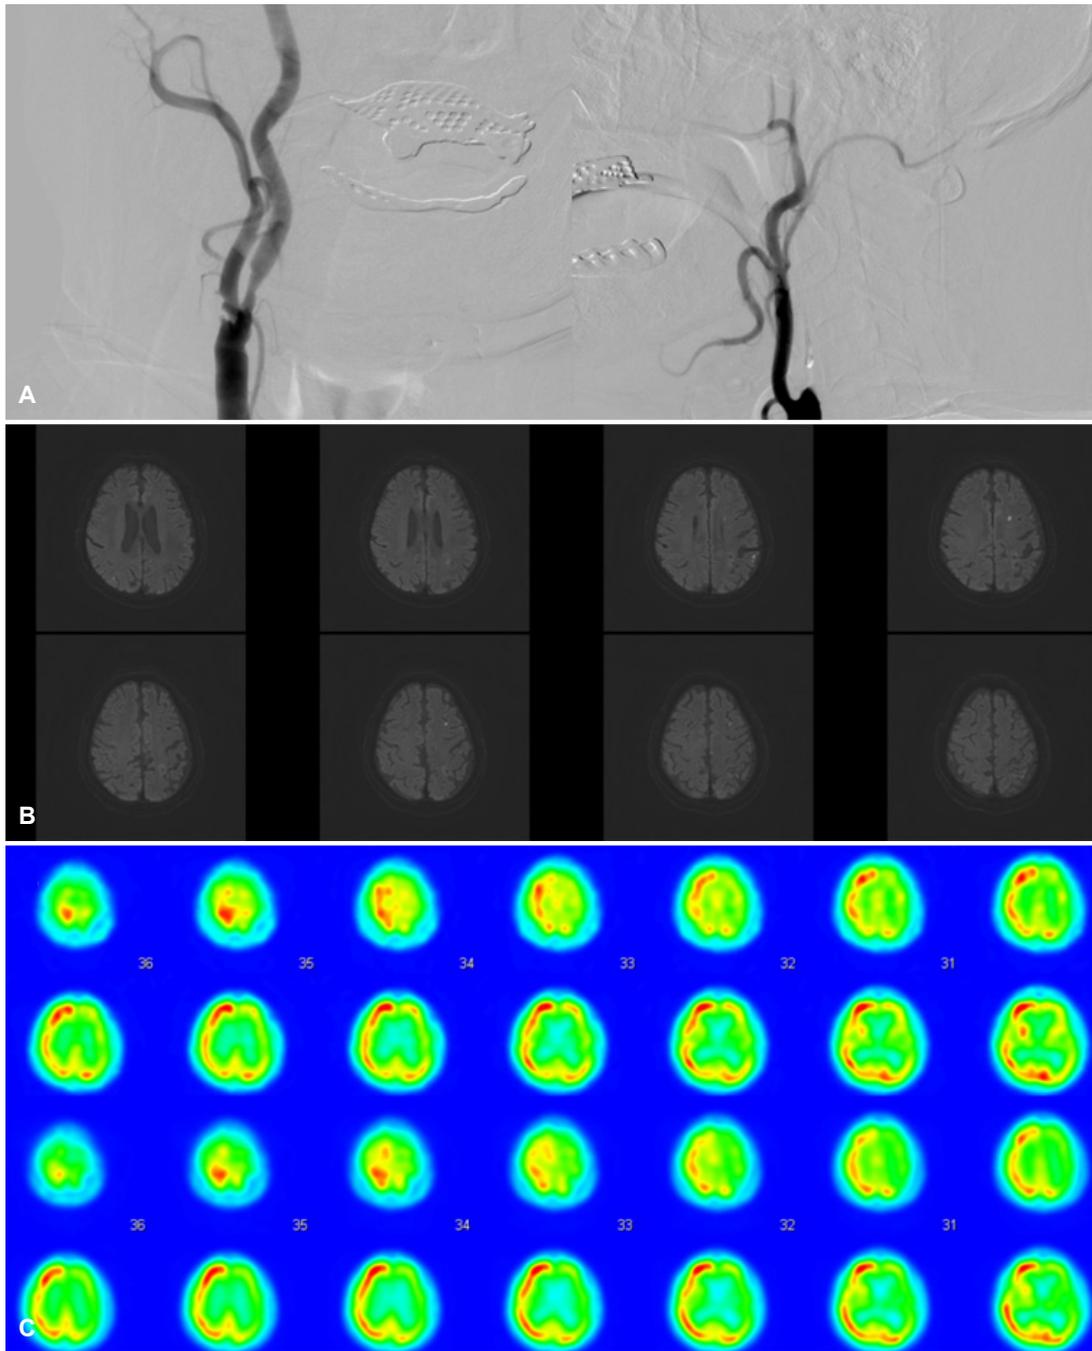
(A) DSA shows moderate right ICA stenosis (left), left ICA occlusion (right). (B) DWI reveals multiple scattered focal diffusion restriction lesions involving left frontoparietal lobe, right parietal cortex. (C) Diamox SPECT shows basal hypoperfusion in the left hemisphere (upper two rows), and no change after diamox injection (lower two rows). DSA; digital subtraction angiography, ICA; internal carotid artery, DWI; diffusion weighted image, SPECT; single photon emission computed tomography.
